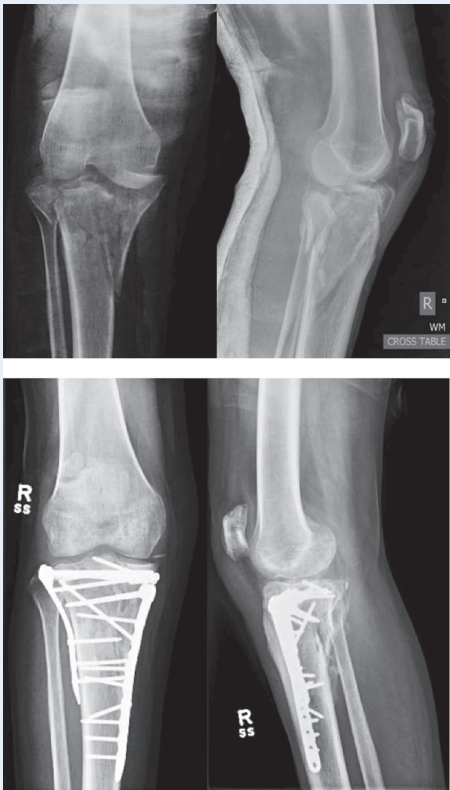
双钢板治疗双髁胫骨平台骨折术前X线和术后X线
